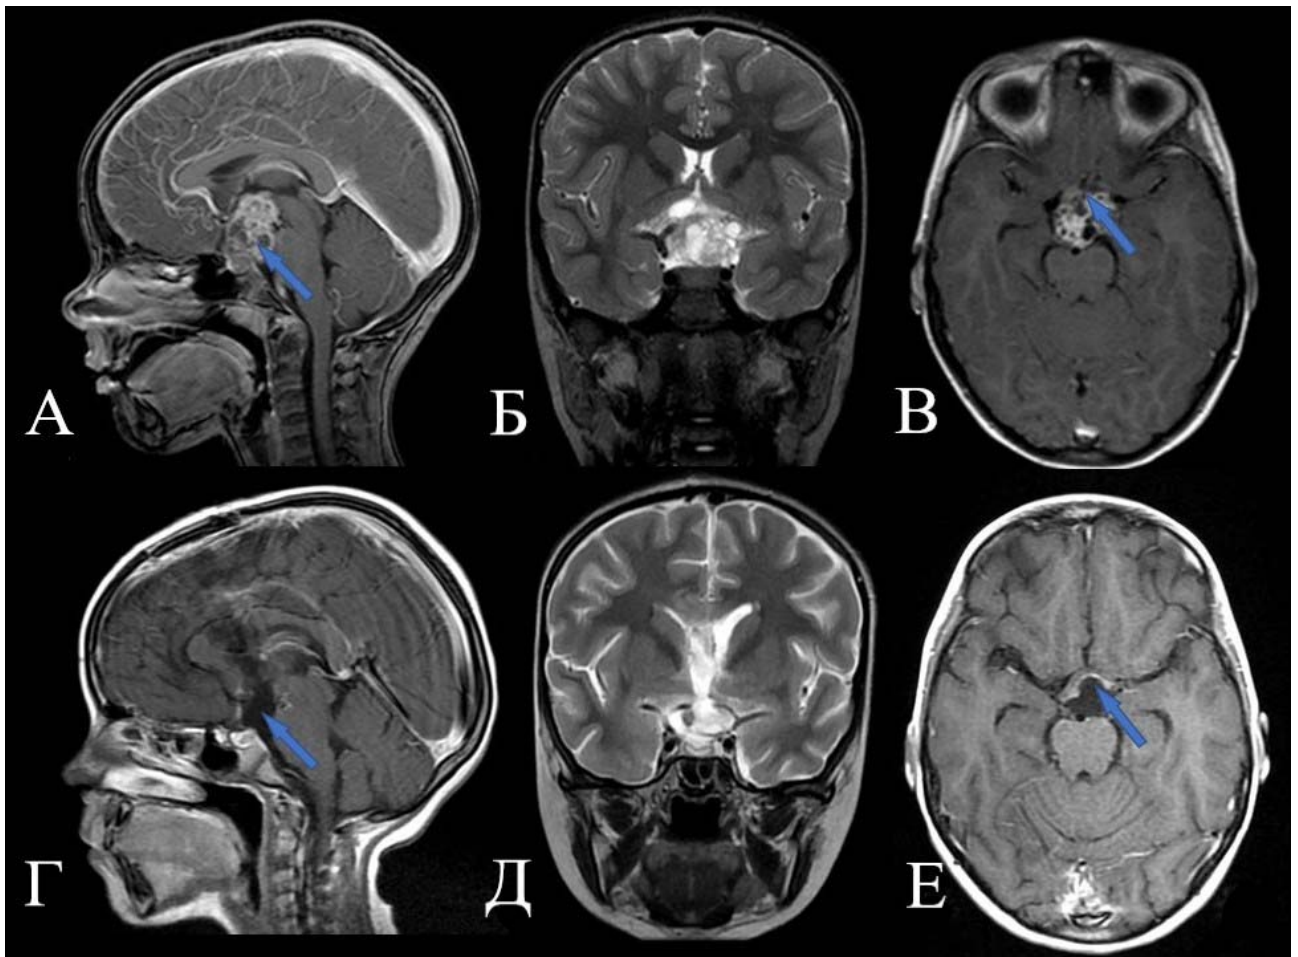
Данные МРТ головного мозга пациентки 6 лет с диагнозом смешанная герминативно-клеточная опухоль: А-В – до операции; Г-Е – после радикального удаления опухоли (стрелками отмечен разрушенный опухолью стержень гипофиза (А, Г) и поврежденная опухолью хиазма (В, Е))
